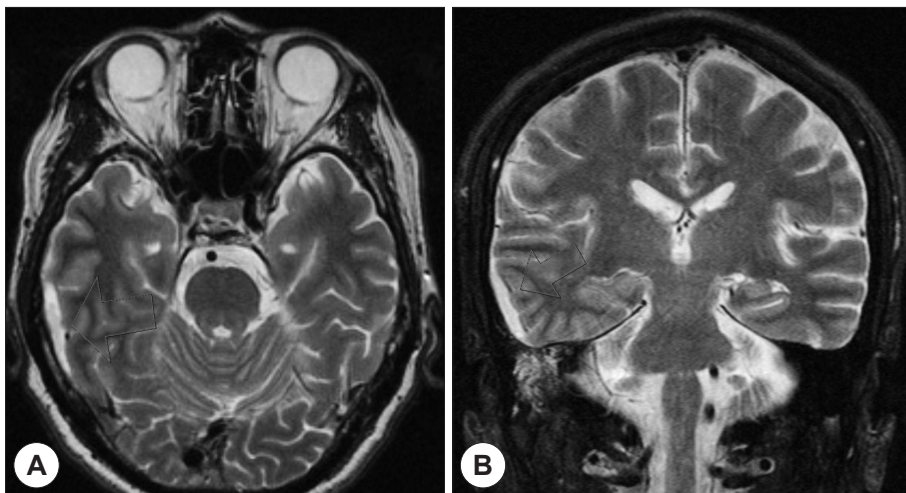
Axial (A) and coronal (B) T2-weighted magnetic resonance axial images shows high signal intensity suggesting right subdural abscess (arrow).
